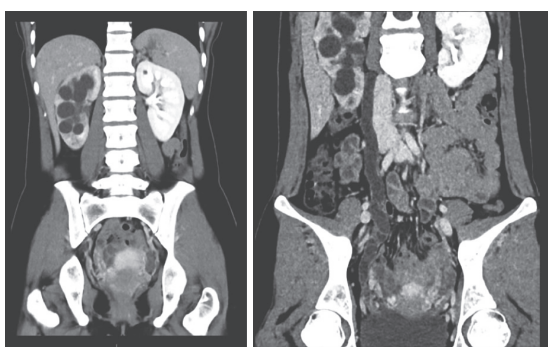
输尿管结核CT提示右肾及输尿管全程积水、右侧输尿管末端增厚、肿瘤炎症可能
